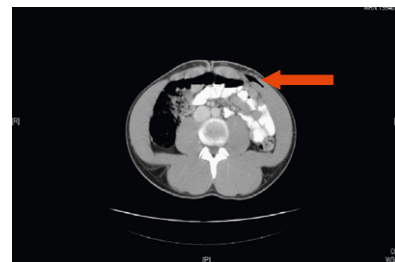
TC abdominopélvico: enfisema subcutáneo desde escroto izquierdo hasta pared abdominal superior, entre musculatura del recto anterior izquierdo y oblicuos izquierdos. Ausencia de líquido libre intraperitoneal.
